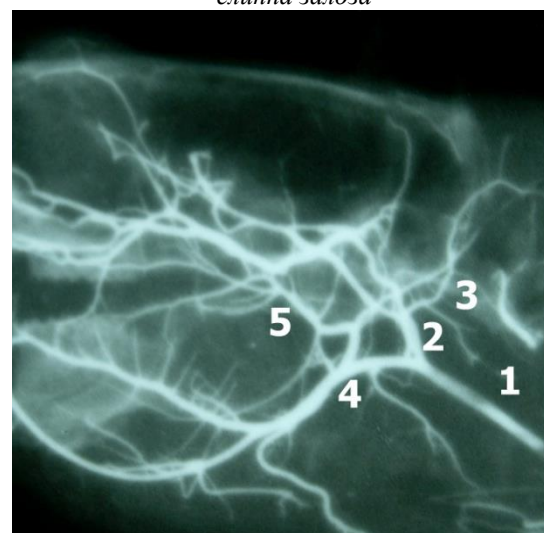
Рентгенограма галузнення зовнішньої сонної артерії у щура в нормі. Фотографія. Зб. x1,1: 1 – зовнішня сонна артерія, 2 – верхньощелепна артерія, 3 – каудальна вушна артерія та залозисті гілки до привушиної залози, 4 – лицева артерія, 5 – залозисті гілки до підверхньощелепної слинної залози
